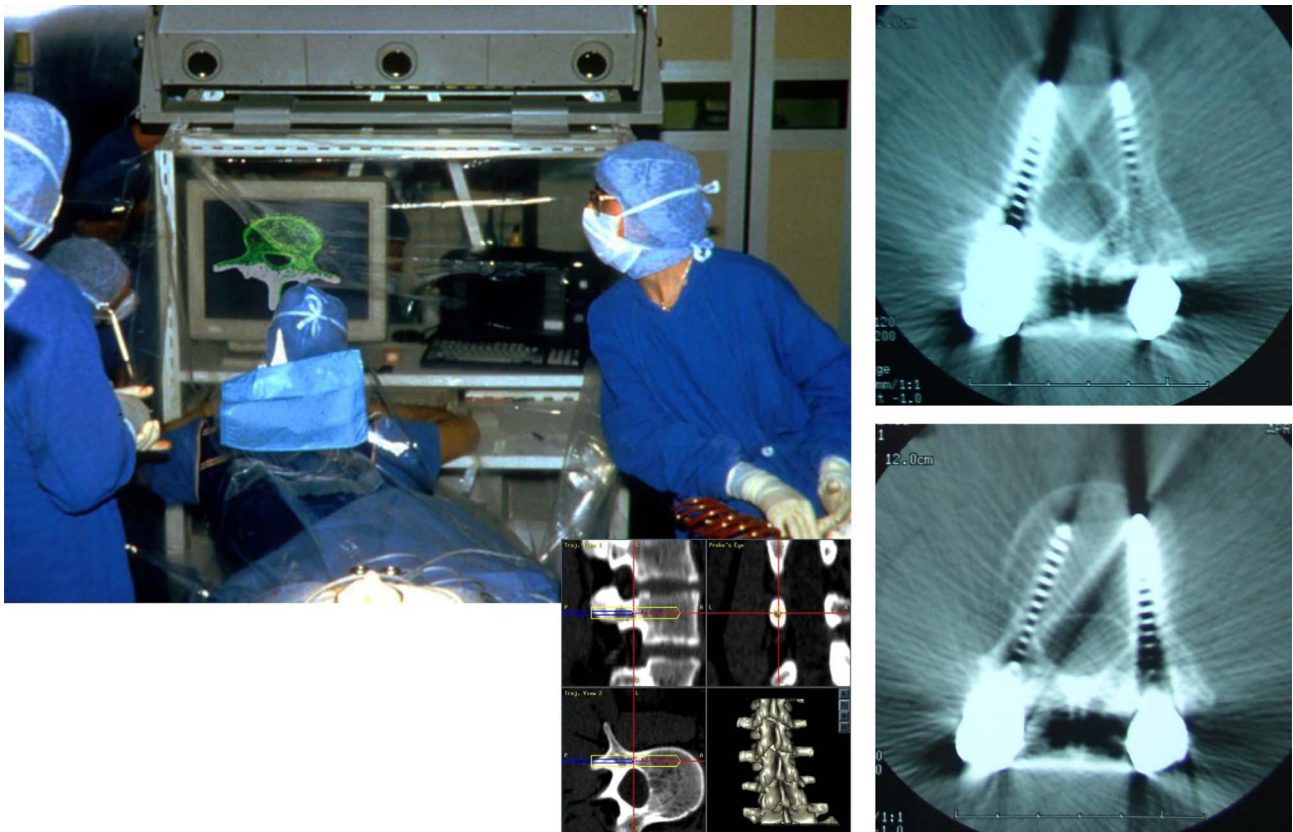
Navigation à base TDM pour une visée pédiculaire vertébrale (premier cas clinique : mai 1995) avec le contrôle TDM postopératoire à droite, montrant la parfaite insertion des vis en région lombaire (document TIMC/Orthopédie).
